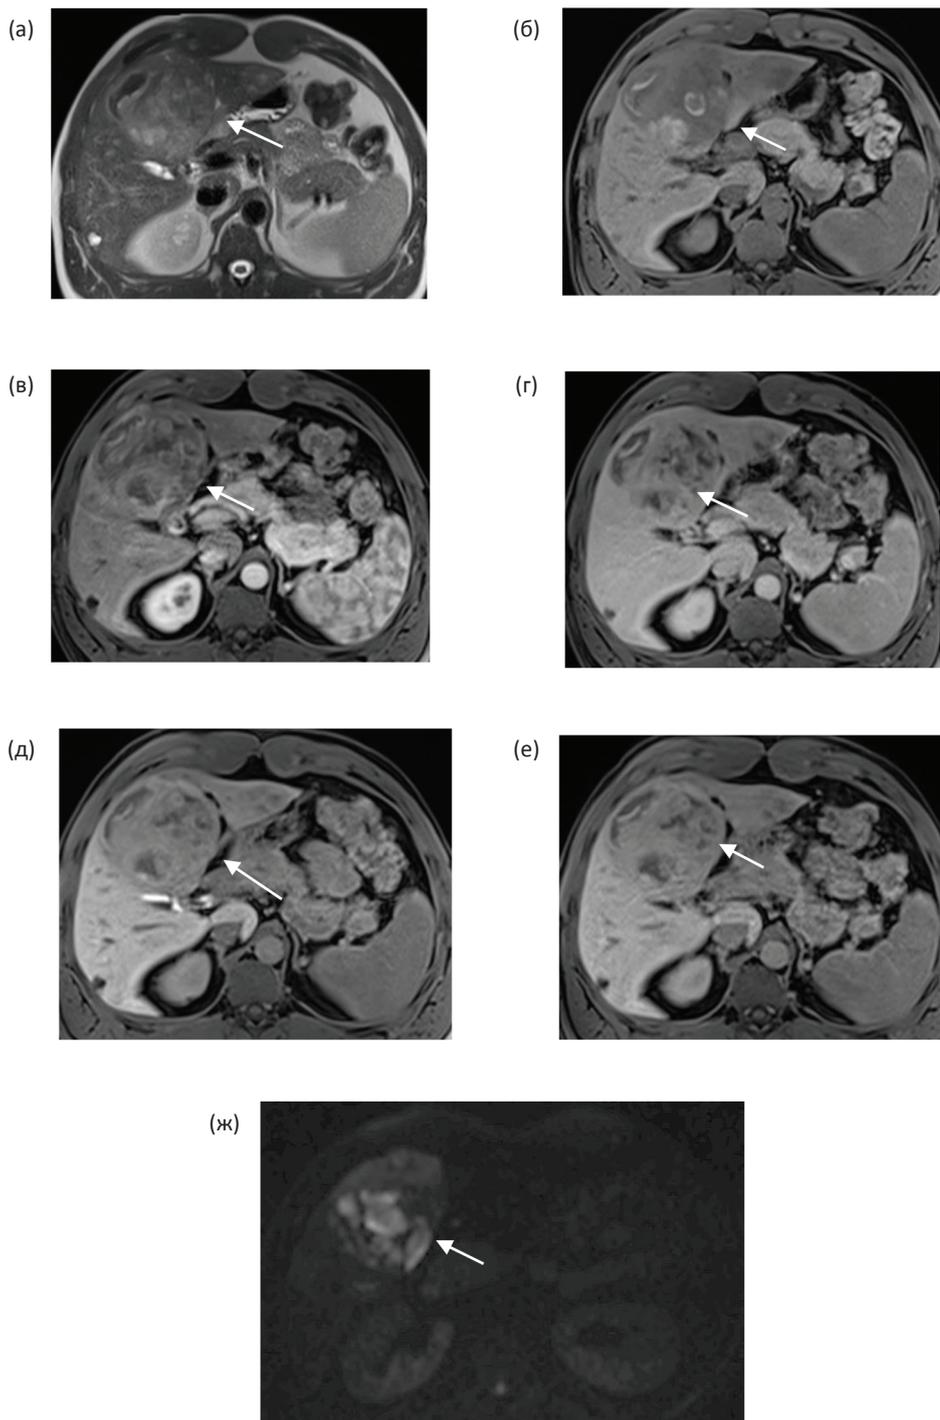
Аксиальные МР-томограммы пациента К., 37 лет (более десяти лет принимавшего анаболические стероиды) с множественными β -катениновыми аденомами.
